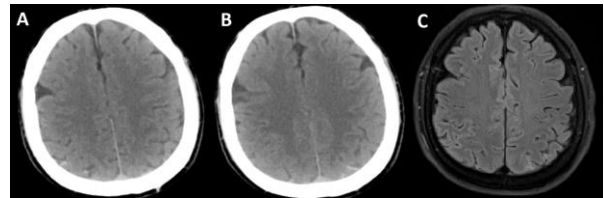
(A & B) Noncontrast head computed tomography (CT) showing the hyperdense foci in both posterior parietal lobes, suggestive of subarachnoid hemorrhage (SAH). (C) Axial section of flair sequence magnetic resonance imaging (MRI) confirming the presence of SAH.
